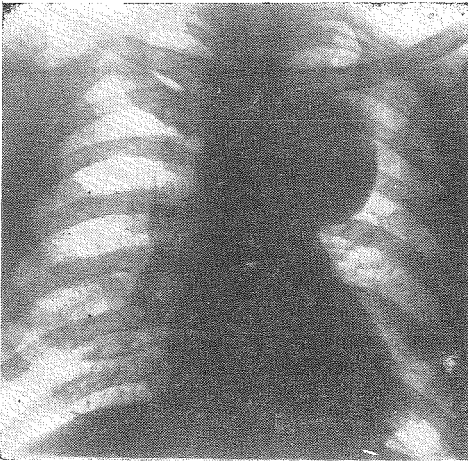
Caso 3. Radiografía mostrando el tumor mediastínico que infiltra parcialmente el lóbulo superior del pulmón izquierdo.
